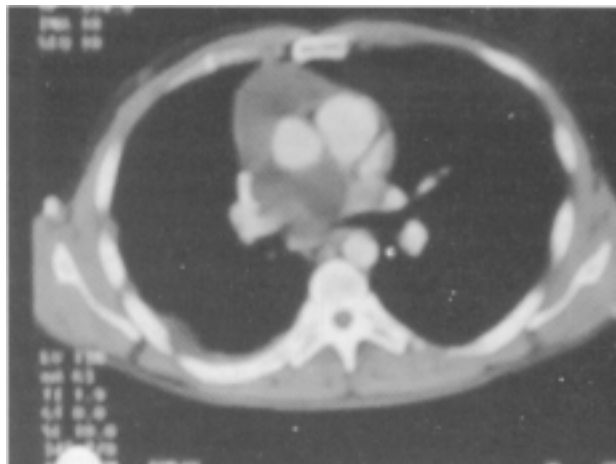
Tomografía computarizada. Muestra imágenes quísticas múltiples que comprometen la cavidad pericárdica.
